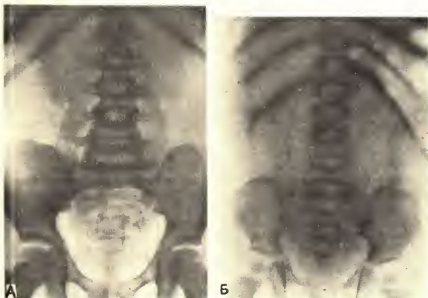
Обзорные рентгенограммы мочевой системы.
